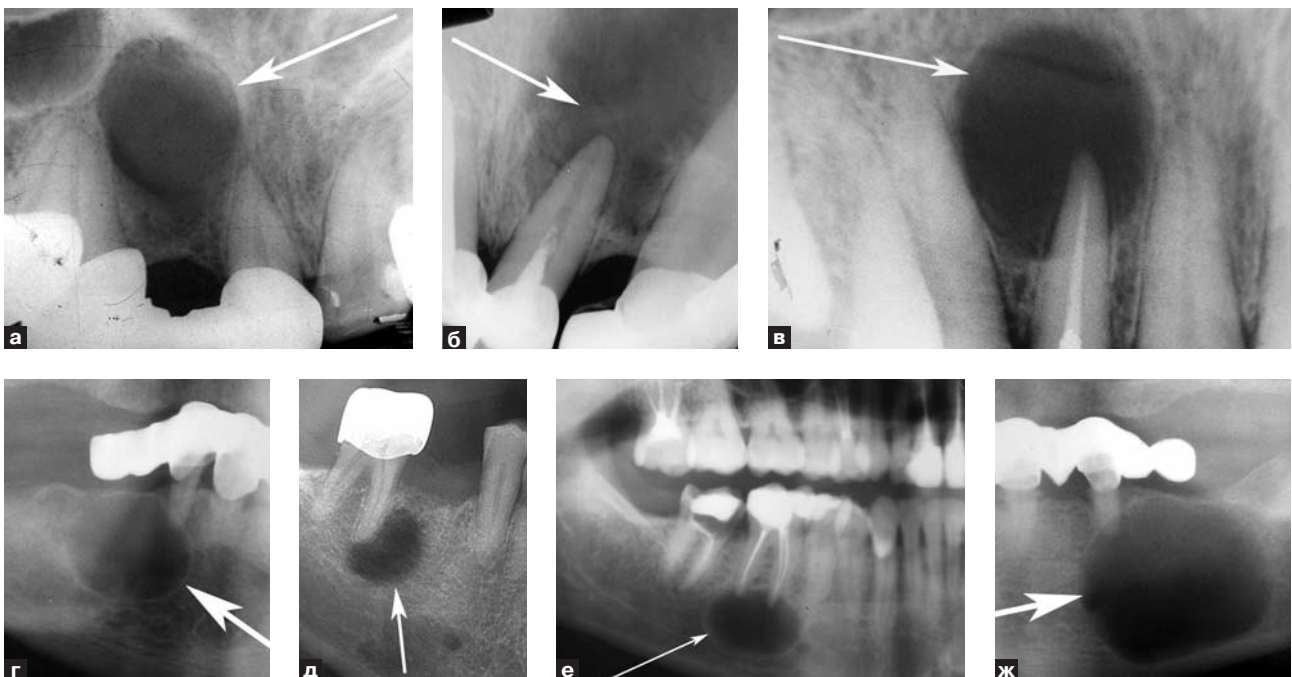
Рентгенограммы верхней (а, б, в) и нижней (г, д, е, ж) челюстей больных с гальванической патологией (1 и 2 группы наблюдения) и одонтогенными кистами различных размеров (кисты указаны стрелками).
